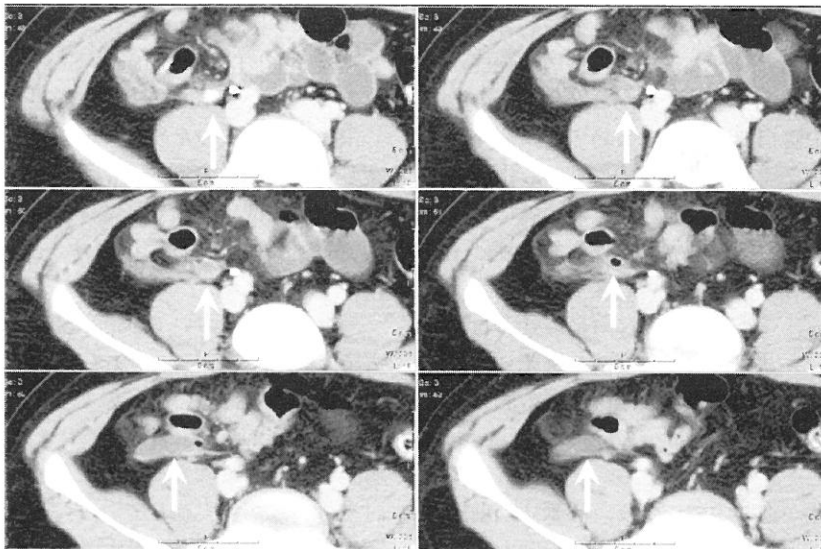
Case 4 : CT images of perforating appendicitis. An appendiceal calcified stone was seen in the first image.
